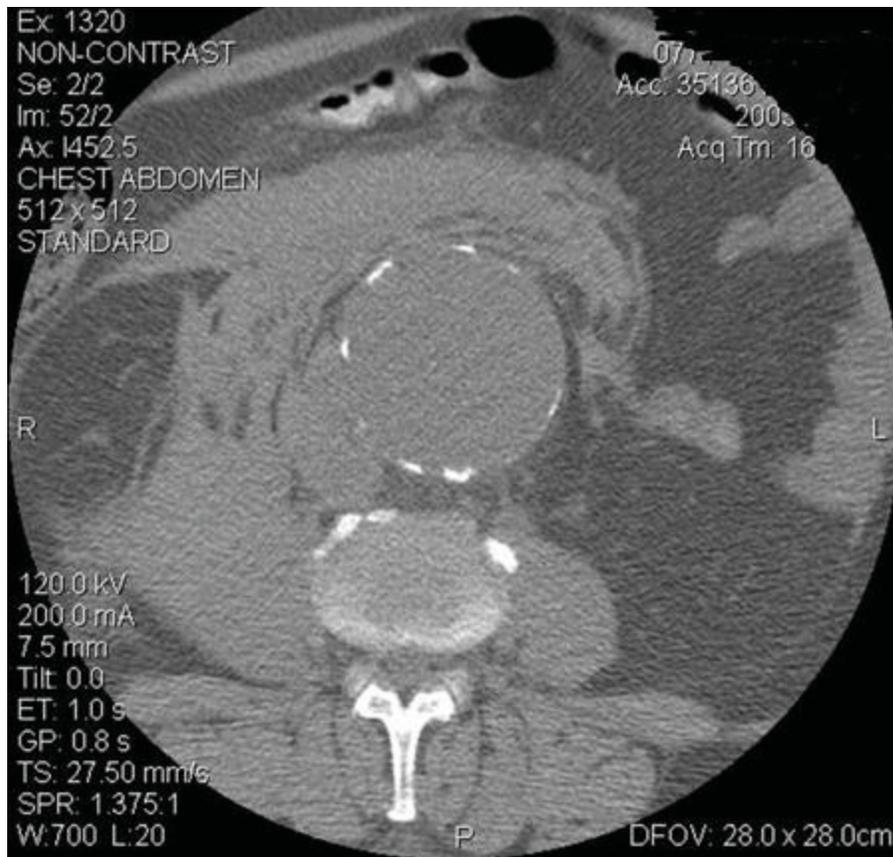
Tomografía abdominal de un AAA. Imagen obtenida de BMJ.
